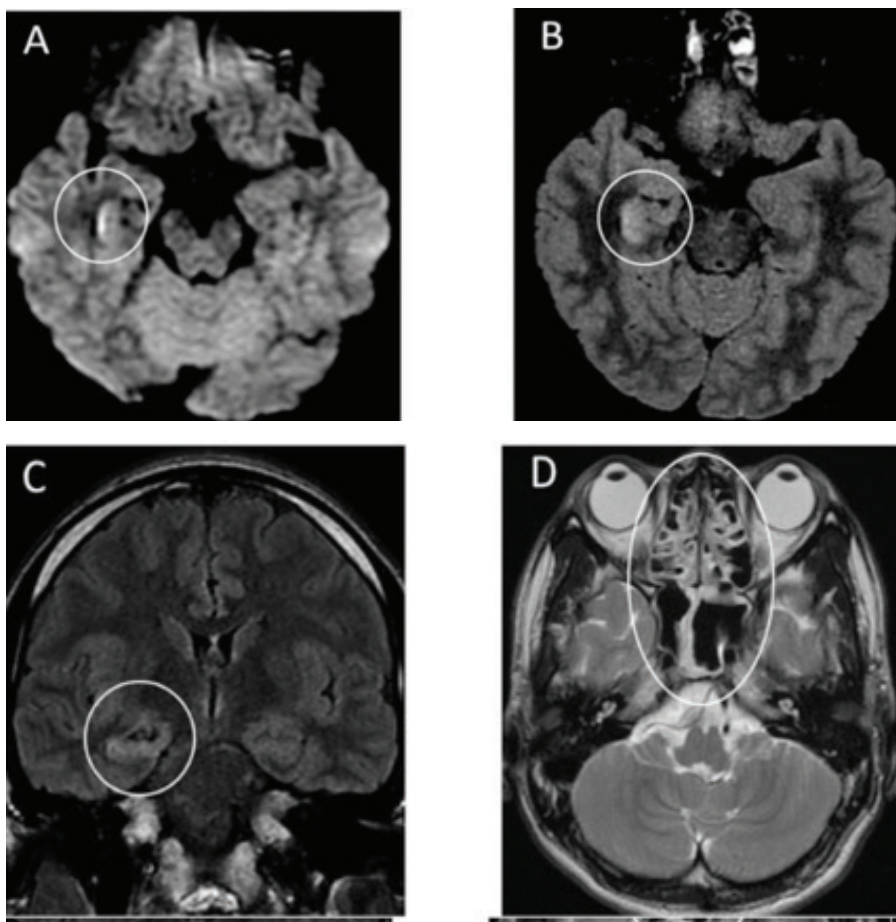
МРТ головного мозга пациента с менигоэнцефалитом вследствие «COVID-19» [21].
